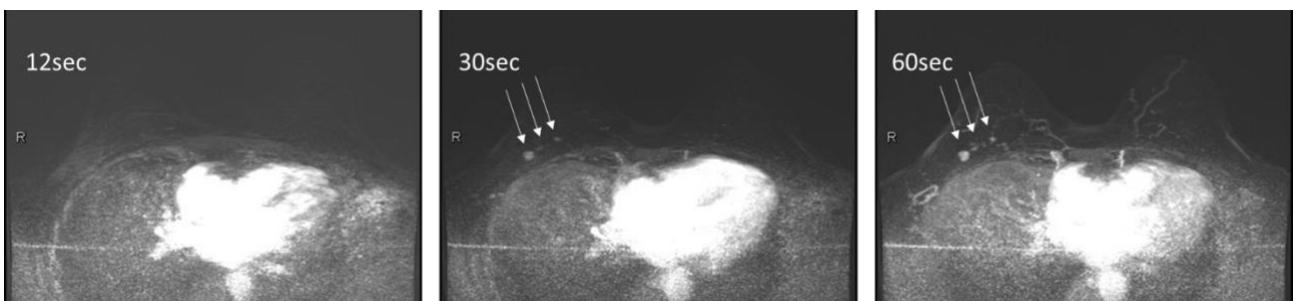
右乳癌左乳癌と娘結節. MRI で描出された娘結節を超音波で確実に描出することができている。
